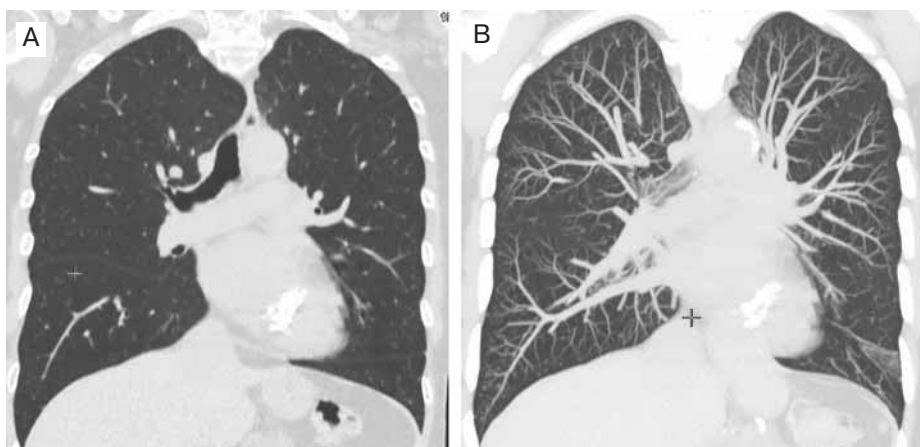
Бронхиолит (мультиспиральная компьютерно-томографическая реконструкция во фронтальной плоскости): А – признаки бронхиолита отсутствуют (нативный скан); В – тот же больной (обработка в МIP-режиме): в нижних долях легких – компьютерно-томографические признаки бронхиолита, фиброзные изменения в нижней доле левого легкого
